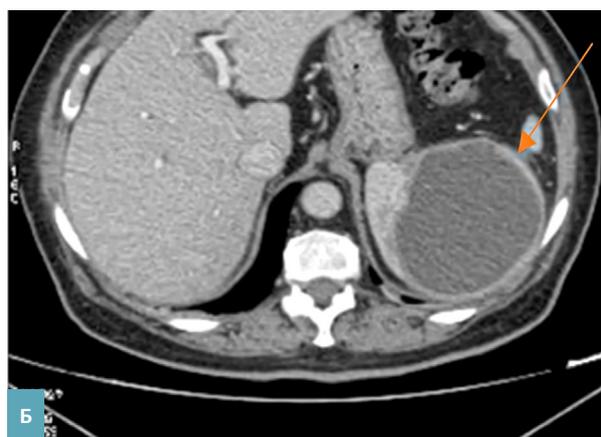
(А, Б). Пациентка Д., 77 л. Компьютерная томограмма органов брюшной полости с контрастированием. Артериальная, венозная фазы сканирования. Фронтальная, аксиальная плоскость. Селезенка увеличена, структура негетогенная за счет наличия гиподенсивных участков с ровными, недостаточно четкими контурами с накоплением контраста по периферии. Окружающая клетчатка вокруг переднего полюса с признаками инфильтрации.
